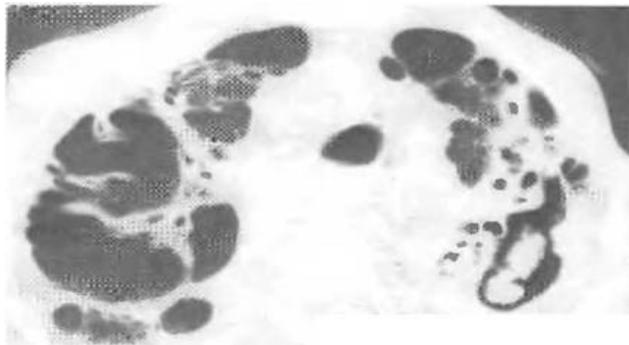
Картина осложненной интерстициальной пневмонии на рентгенограмме пациента Г., 1978 года рождения с ОМЛ
